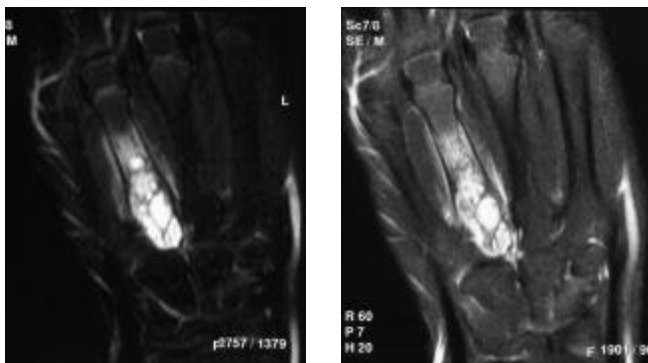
kavernoöses Hämangiom 4. Os metacarpale (M.-Nr.: 2001/2029, links: MRT (T2), rechts: MRT (T1))
